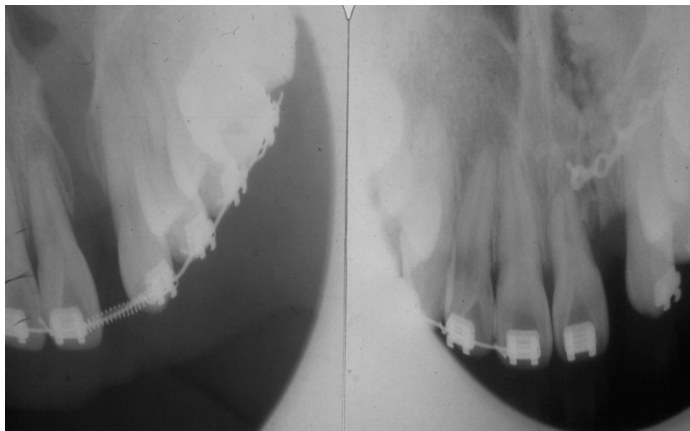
치조열(cleft alveolus) 성형술을 시행하면서 입자형 탈회동결 건조골을 이식한 술 전후 방사선사진
